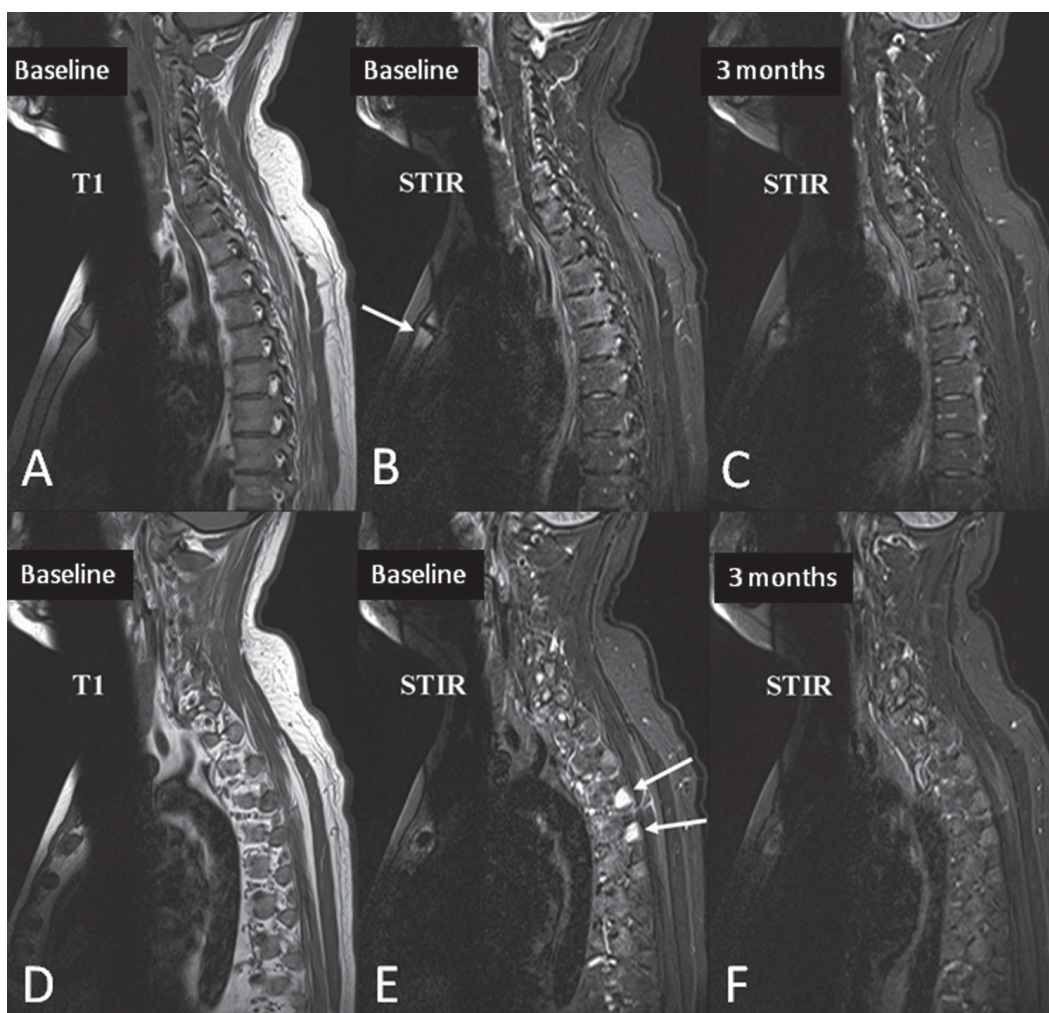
Imagen por resonancia magnética nuclear (RMN) de columna vertebral lumbar y torácica en paciente de 29 años con espondilitis anquilosante (695). En estas imágenes se muestra una RMN de columna vertebral cervical y torácica para el estudio de presencia de edema peridiscal. Las imágenes (C) y (F) están realizadas 3 meses después del inicio de la terapia anti-TNF- α (imágenes iniciales ((A) – (B) y (D) – (E))). En las imágenes iniciales ((A) – (B) y (D) – (E)) se puede apreciar la aparición de edema óseo e inflamación en prácticamente la totalidad de los discos vertebrales torácicos. Después de la terapia anti-TNF- α , aunque todavía se pueden apreciar pequeños focos de inflamación (C) y (F), estos focos inflamatorios son significativamente menos intensos.
